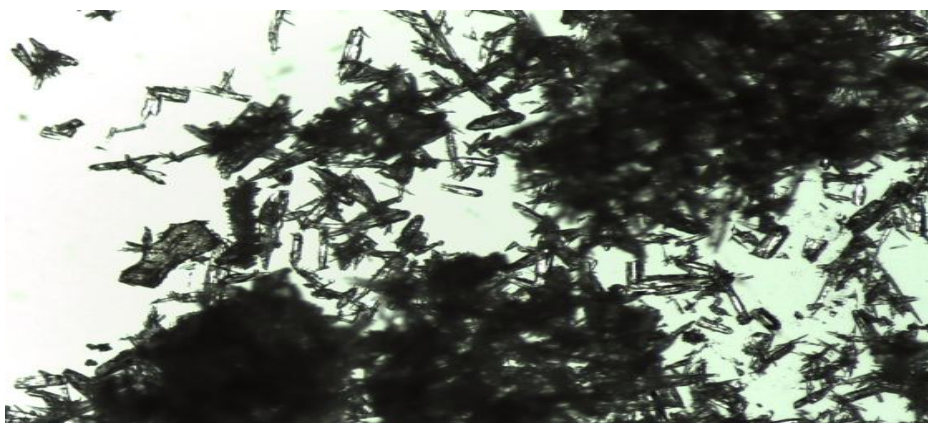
forme des cristaux blancs comme des plaquette de $(4\text{-Iph})_3\text{TAC}$
